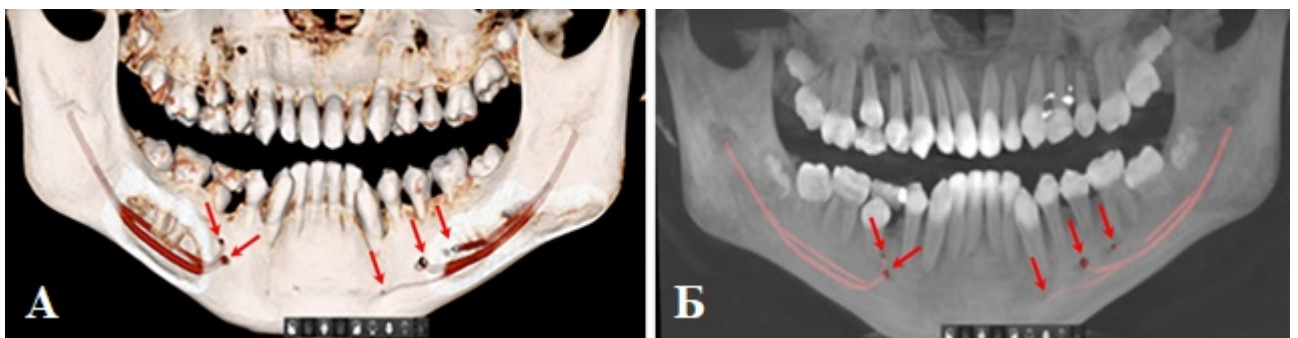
3D-реконструкційні моделі біфідної структури правого каналу та трифідної будови лівого каналу НЩ, кісткове (А) і рентгенологічне(Б) зображення.
